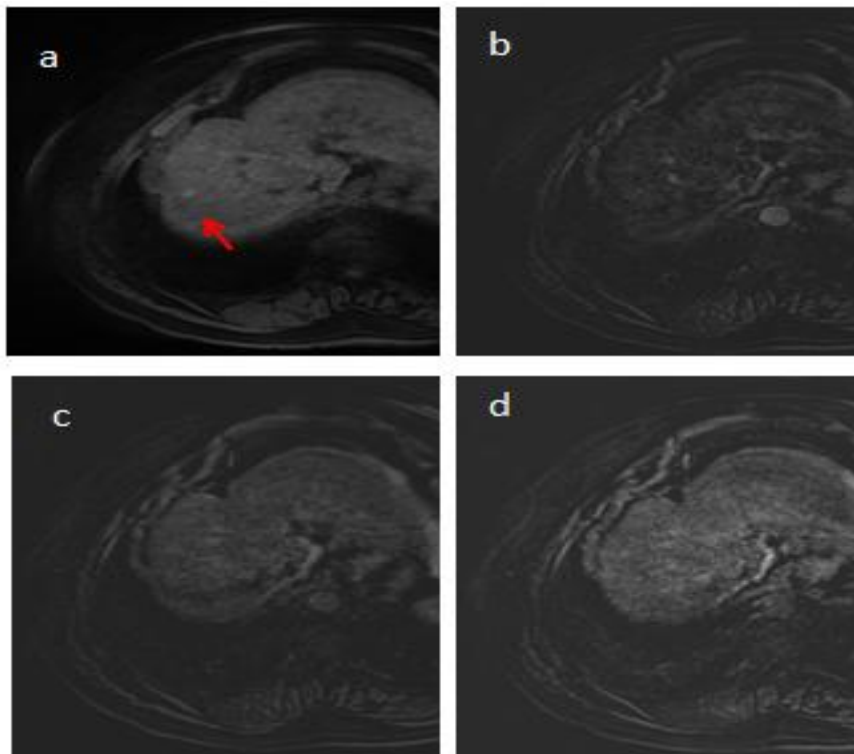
Hypersignal T1, sans prise de contraste ni lavage (WI- WO-). IRM multiphasique en hypersignal T1 spontané, puis avec injection, séquences de soustraction, acquisitions aux temps artériel (b), portal (c) et tardif (d), montrant un hypersignal T1 spontané sans cinétique de rehaussement décelable. Exemple d'IRM artéfactée par l'obésité du patient et les mouvements respiratoires.
